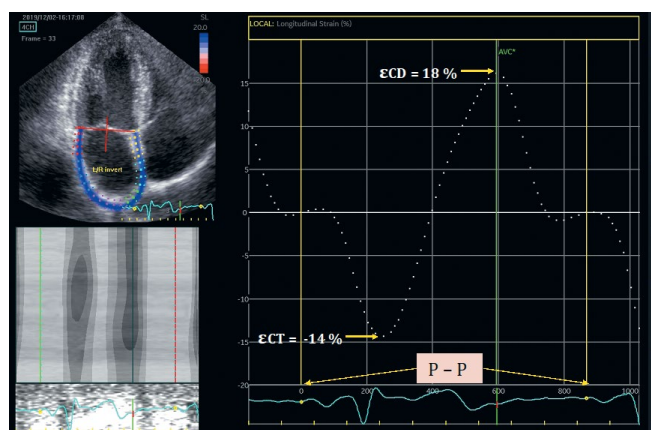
Оценка деформации левого предсердия от зубца Р ЭКГ до зубца Р у того же пациента А, 42 лет, что и на рисунке 3. ϵ_{CT} — 14 % — стрейн в контрактильную фазу; ϵ_{CD} 18 % — стрейн в фазу протекания; ϵ_R 32 % — стрейн в фазу накопления (рассчитывается как сумма абсолютных значений между ϵ_{CD} и ϵ_{CT}).
